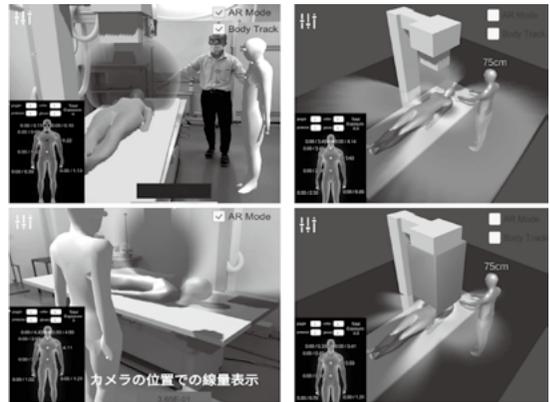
X線透視での職業被ばくを推定、散乱線を可視化するアプリケーション
